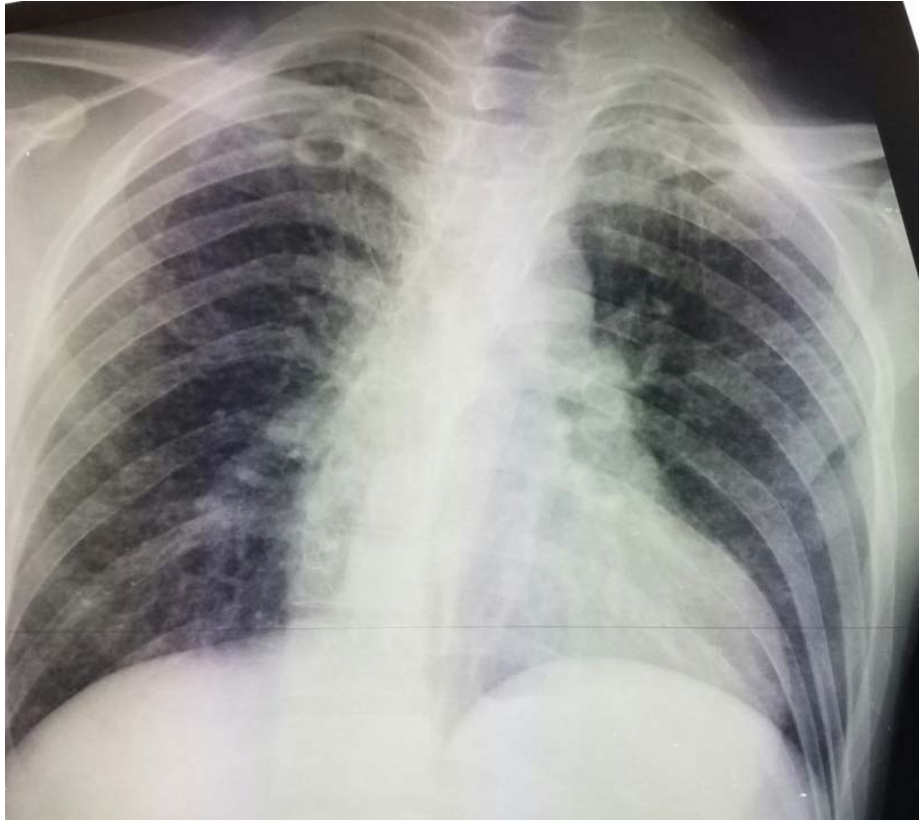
Radiographie pulmonaire face objectivant une image d'une cavité apicale droite associée à des infiltrats micronodulaires diffus au niveau des 2 champs pulmonaires évoquant une miliaire tuberculeuse.
